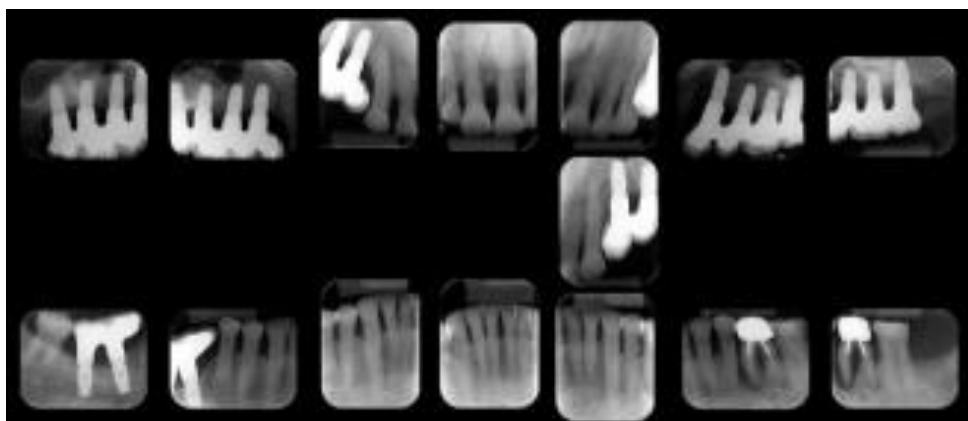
Radiografias para avaliação da reabsorção óssea no paciente.
